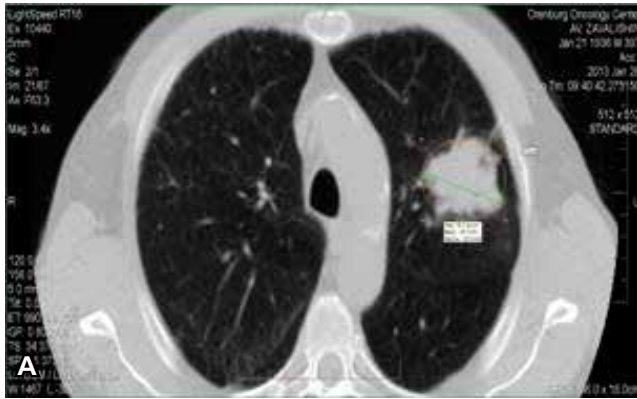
Сопоставление формы и контура опухоли по данным КТ и гистопограммы. А – КТ снимок, Б – гистопограмма, окраска по Ван Гизону (ув. X 14)
